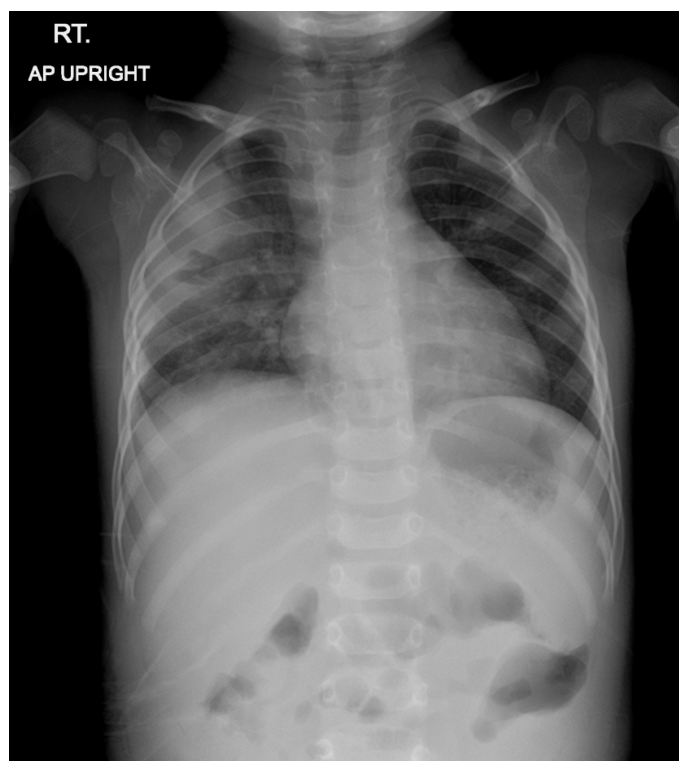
Chest X-ray showing a patchy opacity with a cavity in the right lower lobe.
